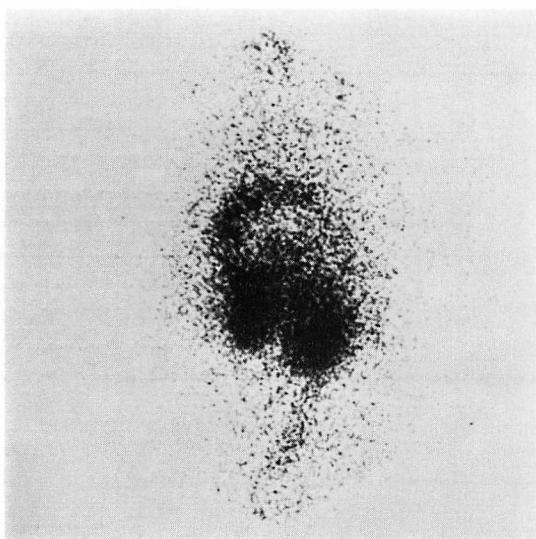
$^{99m}\text{TcO}_4$ cardiac blood pool scintigram.
